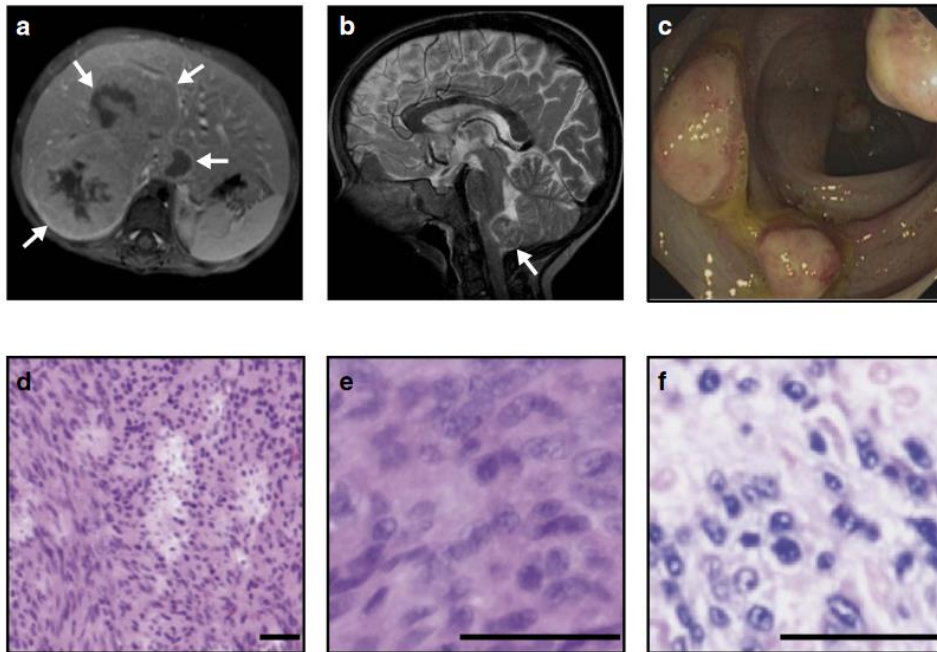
Disseminiertes EBV bei SMT bei CARMIL2-defizienten Patienten. (a) abdominale MRT (MRT; T1 Fett-Sättigung nach Kontrastmittel) von P1.2 mit einem großen Leber-Tumor (weiße Pfeile). (b) Schädel-MRT von P1.2 mit einem Tumor in der dorsalen Medulla oblongata (weißer Pfeil). (c) Koloskopie von P1.2 mit mehreren vorstehenden Tumoren im Dickdarm. (d,e) P2.1 Hämatoxylin- und Eosin Färbungen mit leiomyogenen Tumorzellen und (f) EBV in situ Hybridisierung. Maßstabsbalken, 50 µm.
